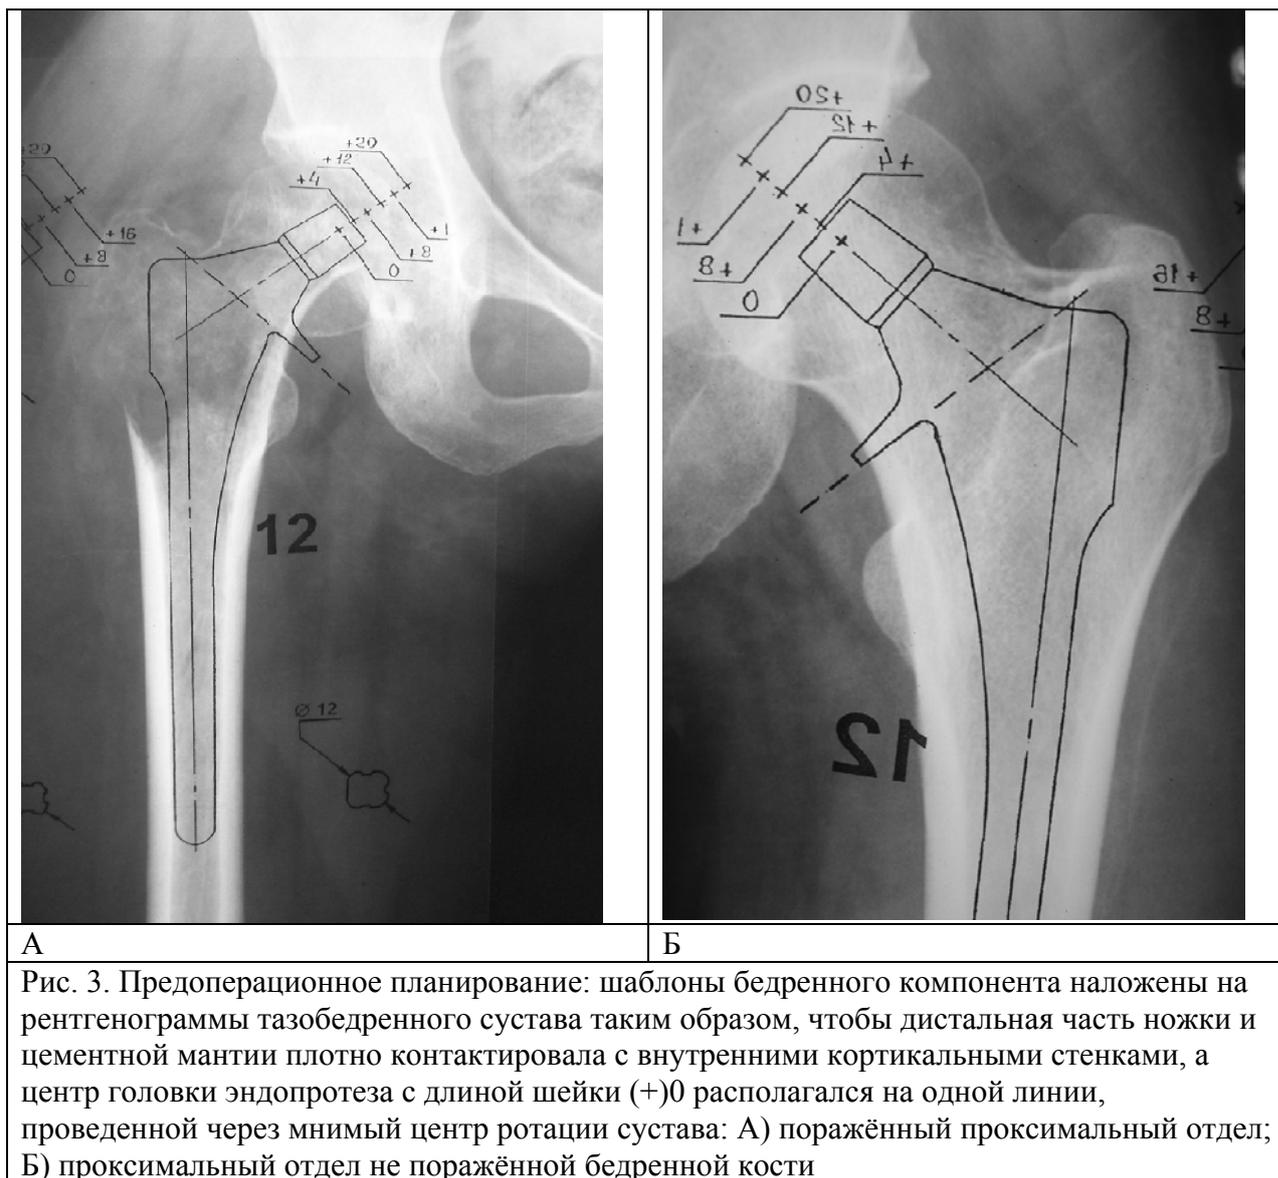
Предоперационное планирование: шаблоны бедренного компонента наложены на рентгенограммы тазобедренного сустава таким образом, чтобы дистальная часть ножки и цементной мантии плотно контактировала с внутренними кортикальными стенками, а центр головки эндопротеза с длиной шейки (+)0 располагался на одной линии, проведенной через мнимый центр ротации сустава: А) поражённый проксимальный отдел; Б) проксимальный отдел не поражённой бедренной кости
